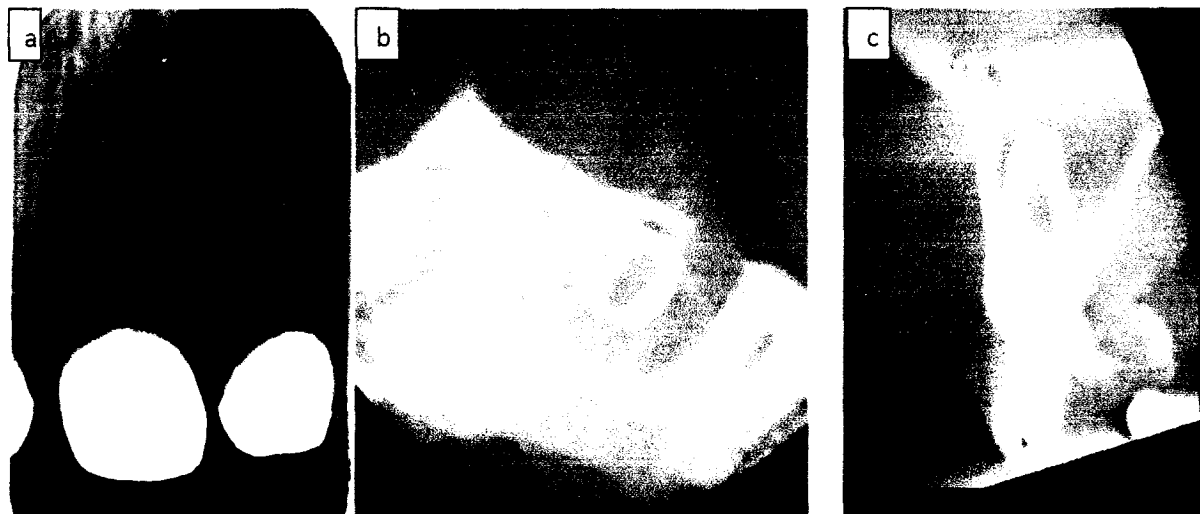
Mise en évidence d'une image radio-claire ovoïde de la 21 d'une résorption interne inflammatoire par : (a) Radiographie rétro-alvéolaire. (b,c) Cônebeam. [9, 10]
